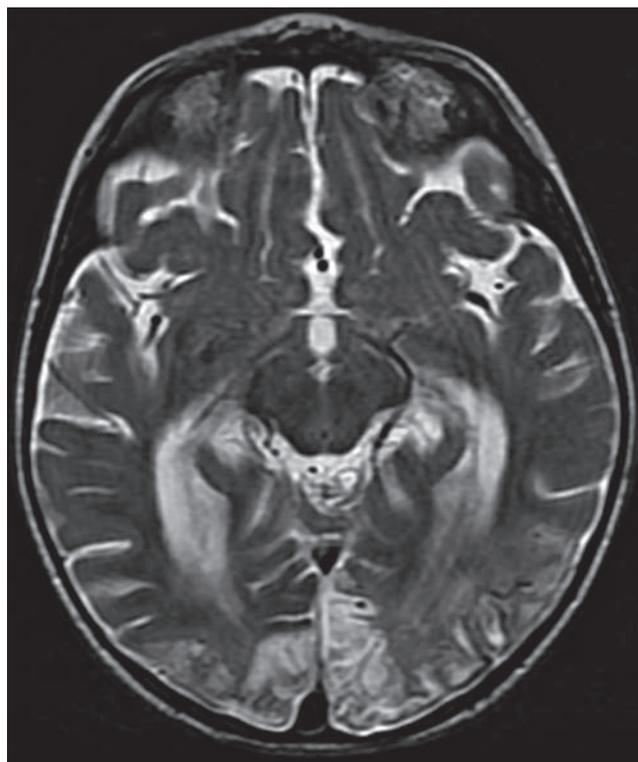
IRM cérébrale (même enfant qu'à la figure 22-14) retrouvant des lésions diffuses bilatérales des régions occipitales et pariétales, et comportant des zones de nécrose corticale essentiellement au niveau des régions occipitales à prédominance gauche.
